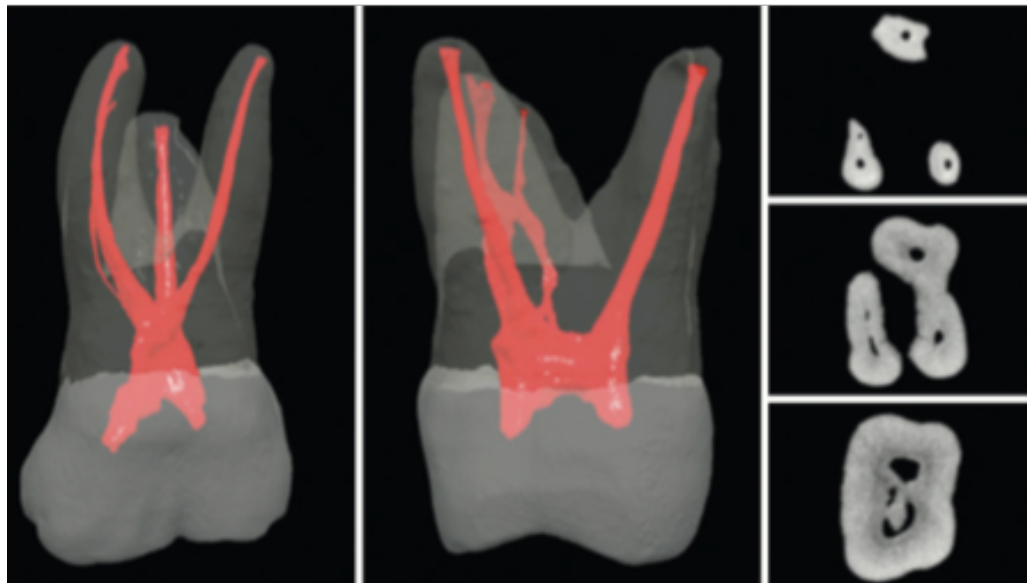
Primer molar superior, reconstrucción con Microtomografía (3).
